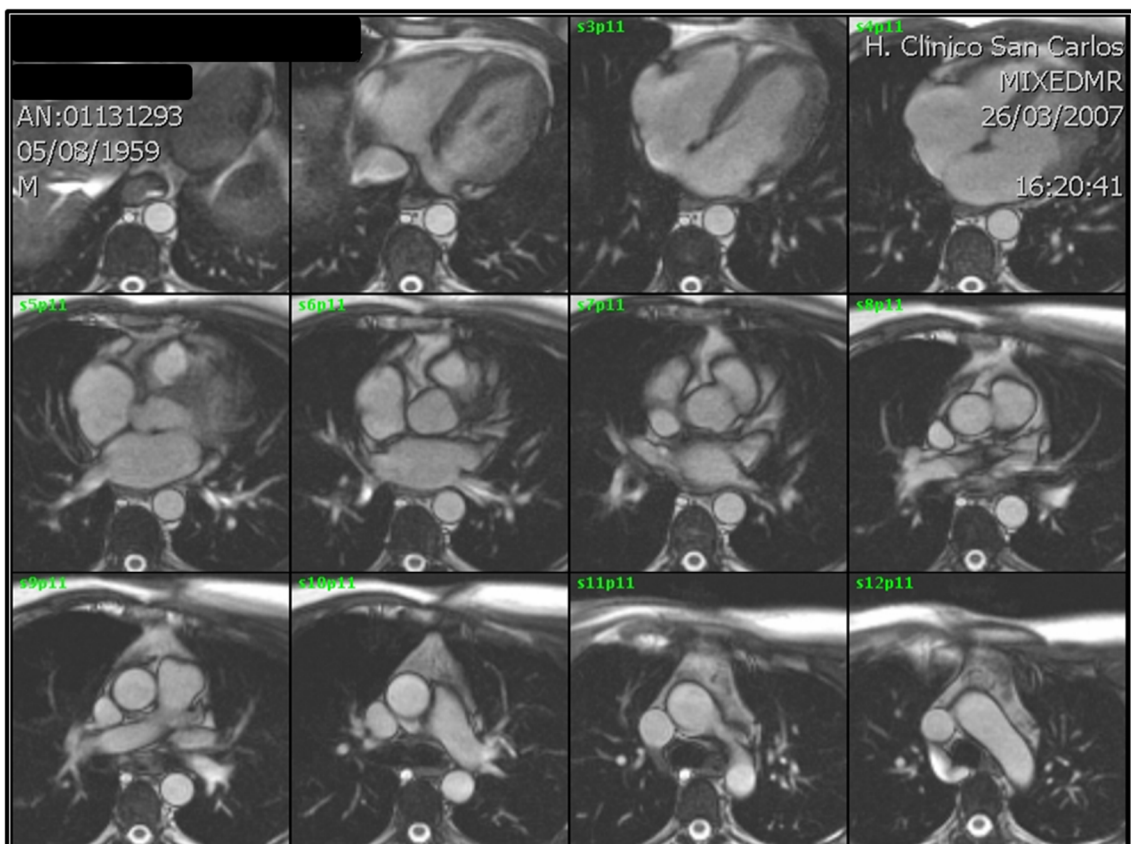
Secuencia cine-RM, plano axial. Selección de la serie de imágenes adquiridas en el momento de mayor repleción de la aurícula izquierda durante el ciclo cardiaco.
